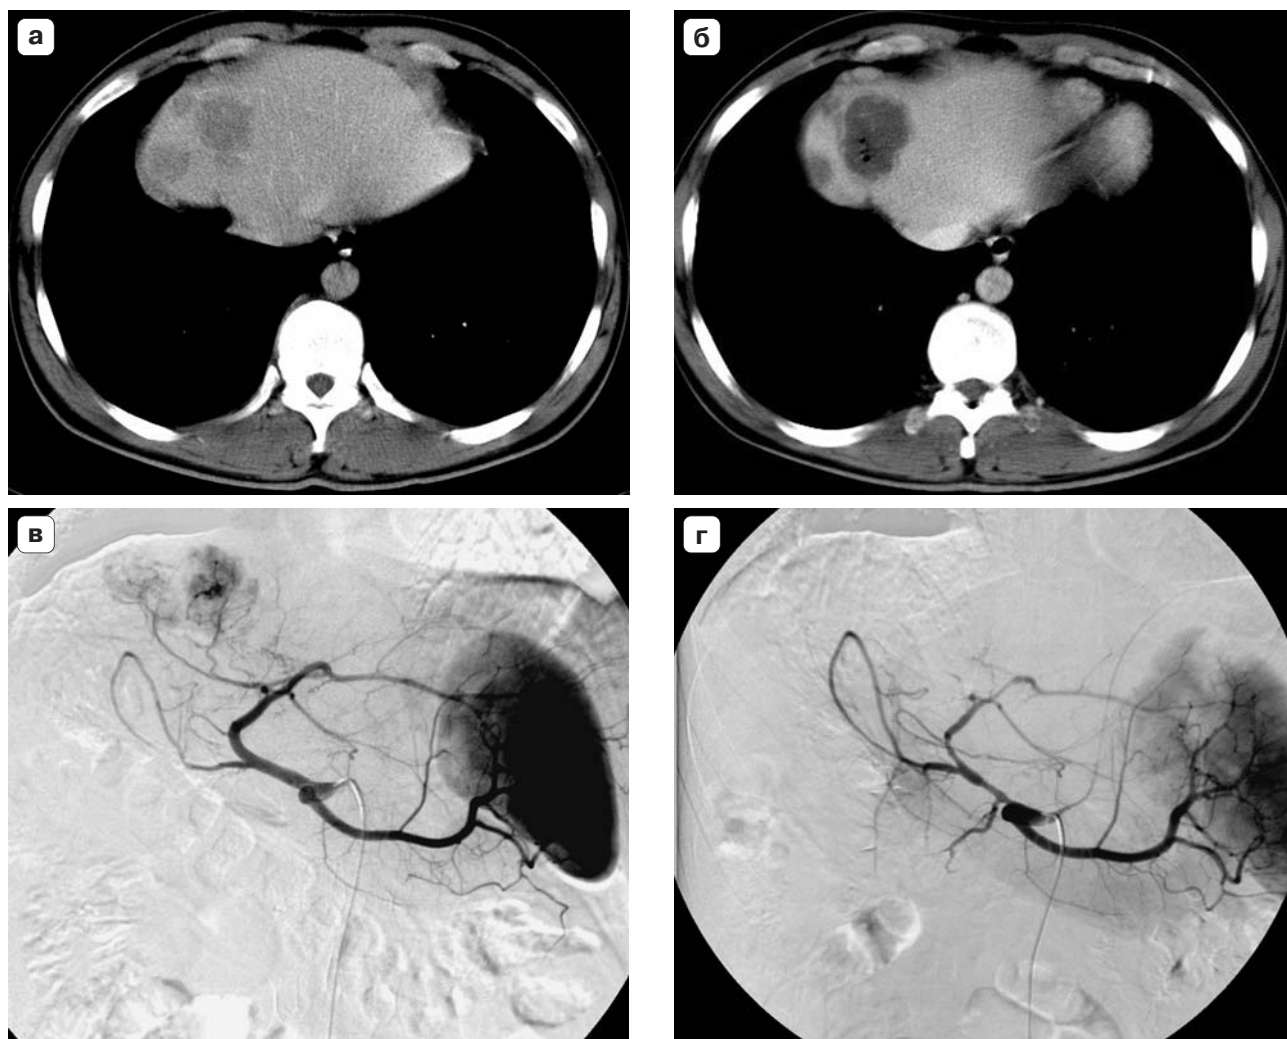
Компьютерная томограмма (а, б) и ангиограмма (в, г) больного ГЦР. а – до химиоэмболизации, б) через 1 мес после химиоэмболизации, в – до химиоэмболизации, г – после химиоэмболизации.
